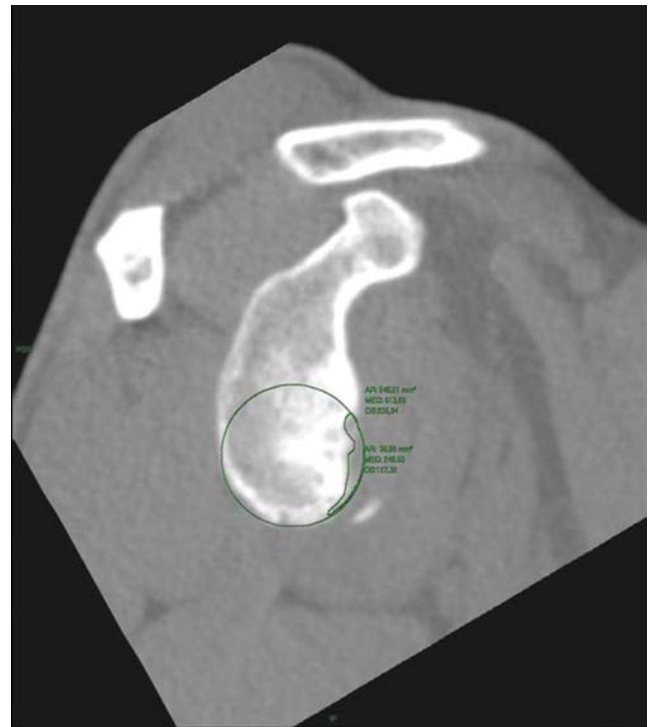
CT image of the pathological shoulder of one of the study patients (patient #5). The green circle shows the total surface area calculated using Baudi's PICO method [10]; it is possible to see the glenoid deficiency and the calculation of its area.
